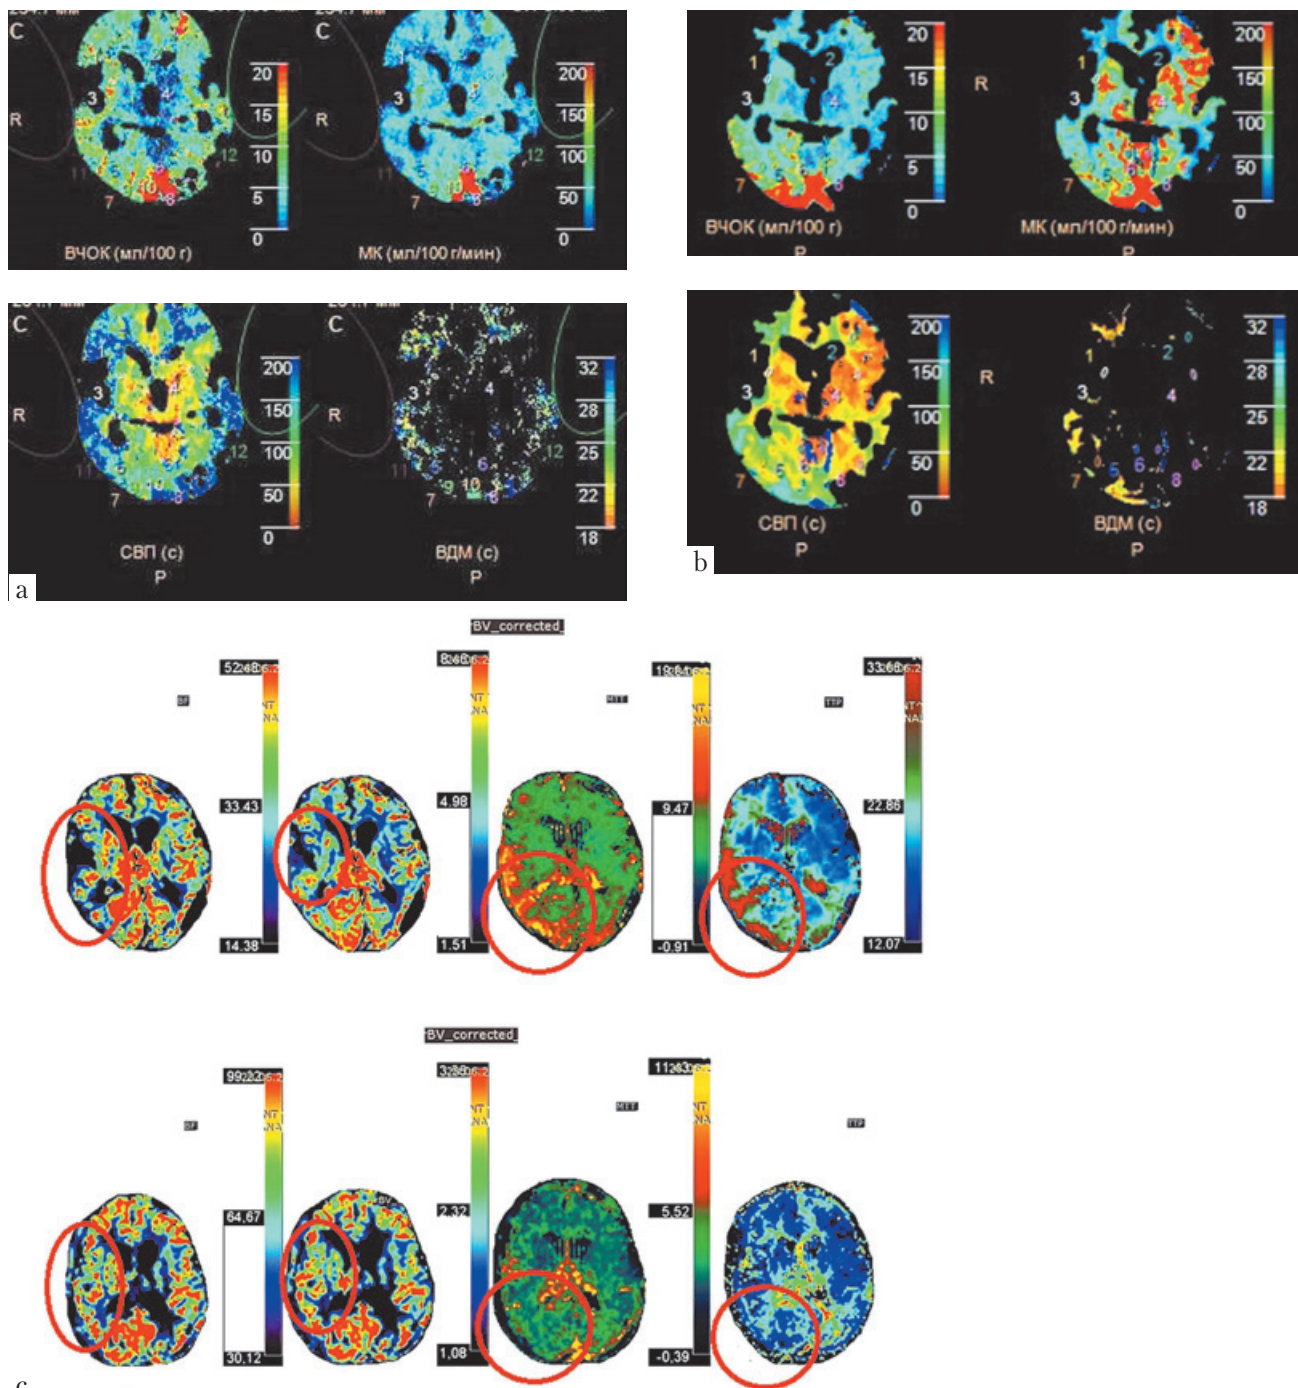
Patient P, 2 y. o.: a) CT perfusion before revascularization procedures; b) 3 months after ; c) the same patient after the second stage of surgery, MRI perfusion MRI before (top row) and 3 months after the operation (bottom row). Increase of cerebral blood flow, decrease of blood volume, reducing the average transit time and time-to-peak concentration of opaque agent in the right temporal and occipital areas
